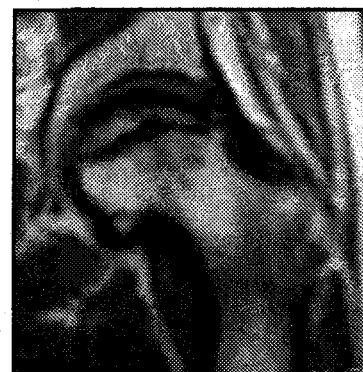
Resonancia Nuclear Magnética. (Coronal)
